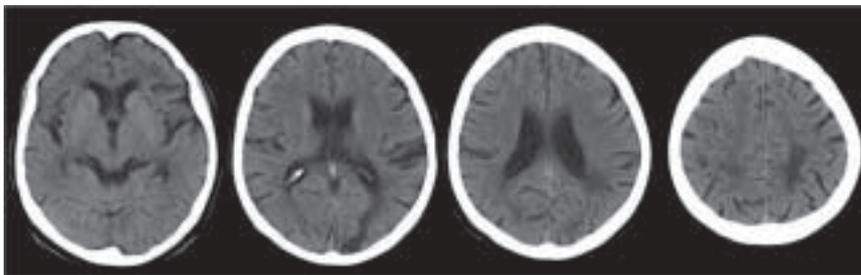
Im kranialen Nativ-CT 2,5 Jahre nach den Blutungen ist der inzwischen hypodense Substanzdefekt links okzipital und links parietal deutlich erkennbar; zusätzlich geringe Hypodensität um das rechte Hinterhorn sowie rechts parietal im subkortikalen Marklager und um die beiden Vorderhörner; kein Nachweis einer frischen Blutung.
